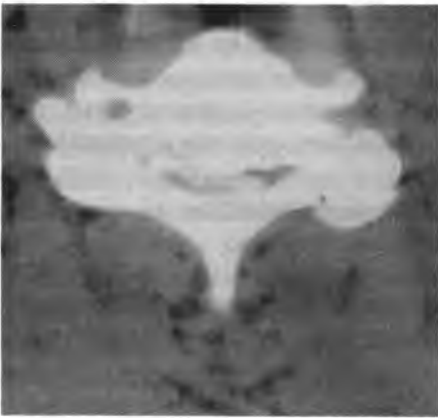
КТ: компрессия спинного мозга на шейном уровне, вызванная тяжелым шейным спондилезом
